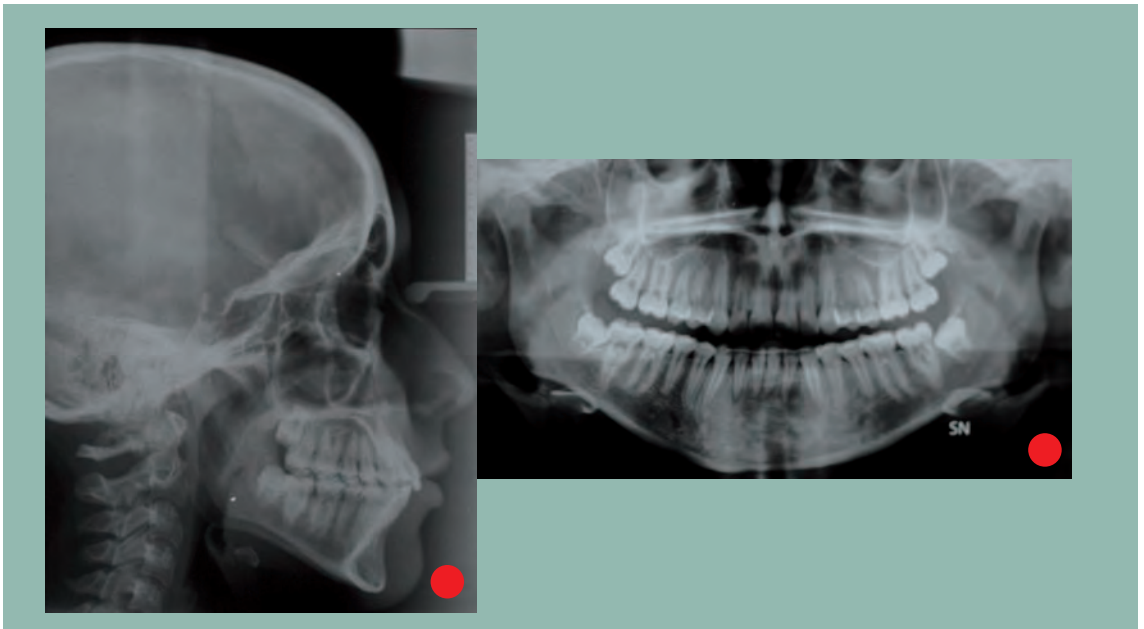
Caso di classe I con affollamento superiore ed inferiore: teleradiografia in proiezione latero-laterale e ortopantomografia a fine trattamento.
